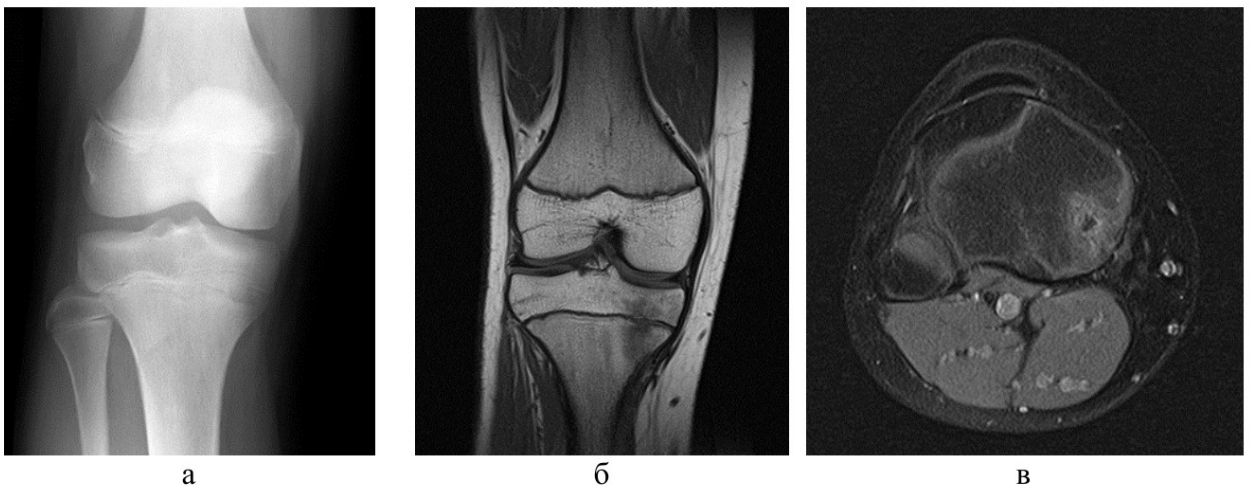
Рентгенограмма и МР-томограммы пациентки Б., 10 лет с ПХО правой большеберцовой кости: а – рентгенограмма коленного сустава в прямой проекции, медиальная часть зоны роста слоистой структуры с участками склероза; б – PD, COR: гипоинтенсивный сигнал медиального отдела проксимального МЭ, трабекулярный отек без четких контуров с поражением зоны роста; в – STIR AX: гипоинтенсивный сигнал от зоны роста в области патологического очага с окружающим участком гиперинтенсивного сигнала трабекулярного отека
